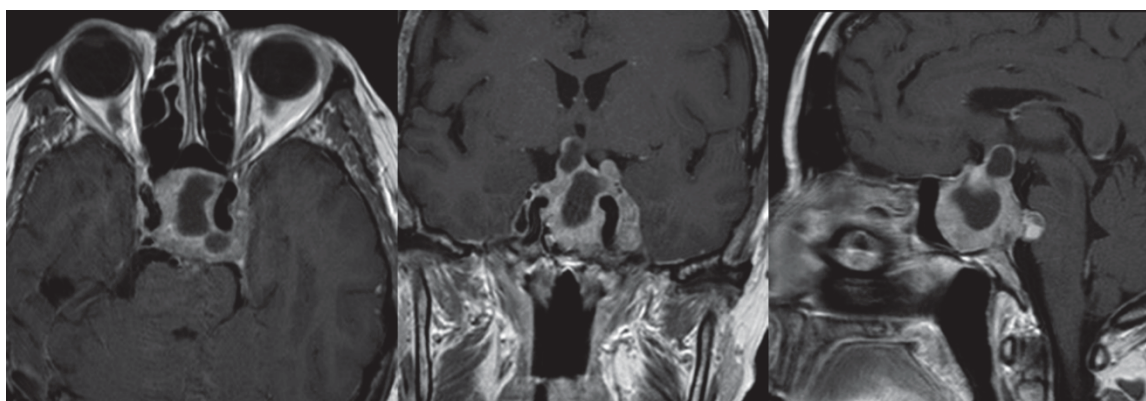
МРТ головного мозга до операции. Визуализируется опухоль с эндо-супра-латероселлярным ростом
